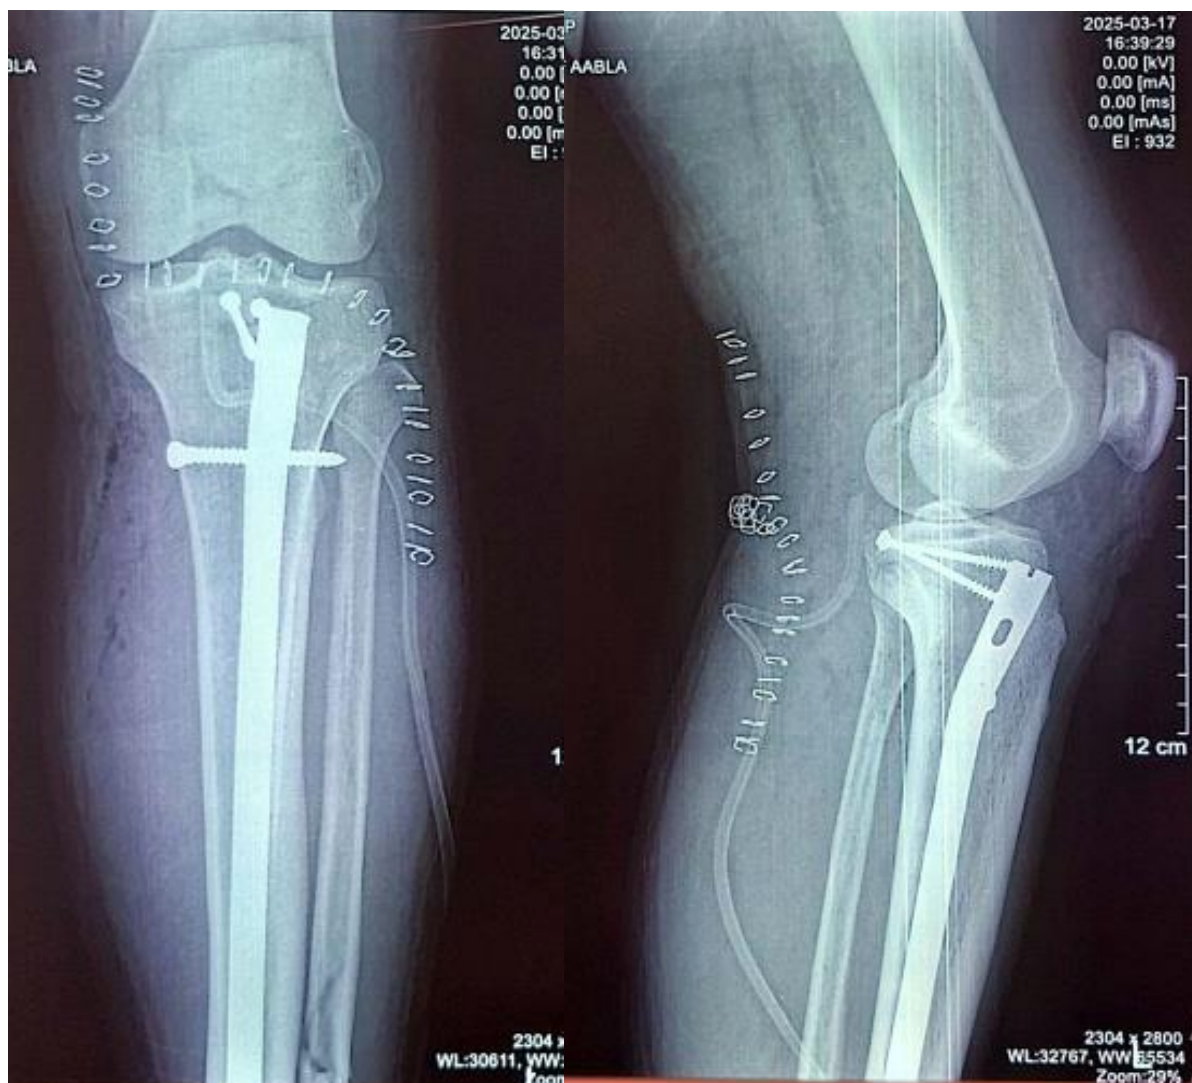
Radiographie standard de contrôle de face et de profil montrant le vissage direct du massif spinal postérieur par deux vis ainsi qu'un enclouage centromédullaire de la jambe du patient de la figure 14.
